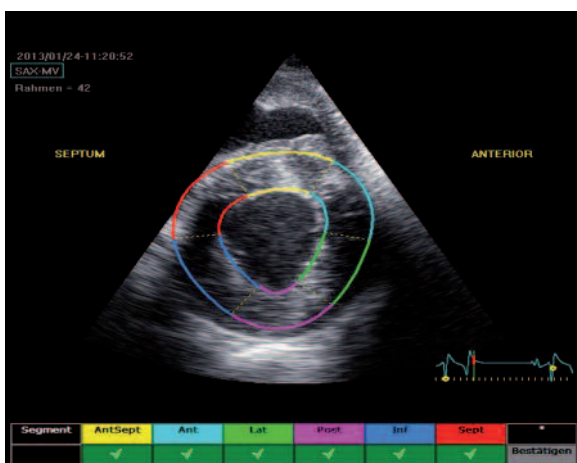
RKDKA unterhalb der Mitralklappe, nach dem Einteilen und Bestätigen der 6 verschiedenen Segmente für die Speckle Tracking Analyse. | *Right parasternal short-axis echocardiogram below the mitral valve with the coloured myocardial segments for speckle tracking analysis.*
